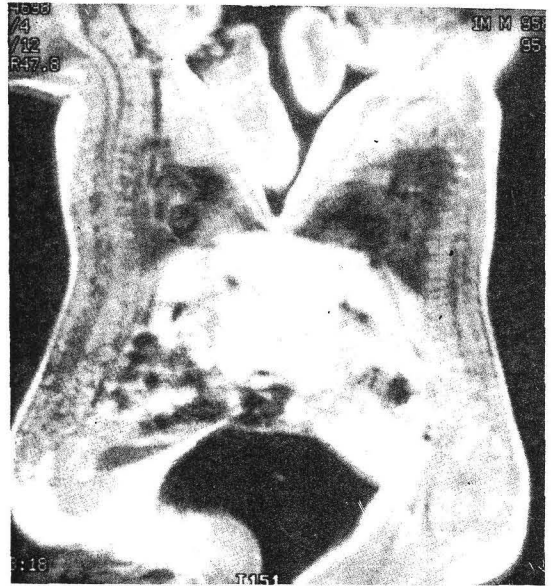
These twins have a bridge of hepatic tissue. Other organs are not communicated on MRI.
